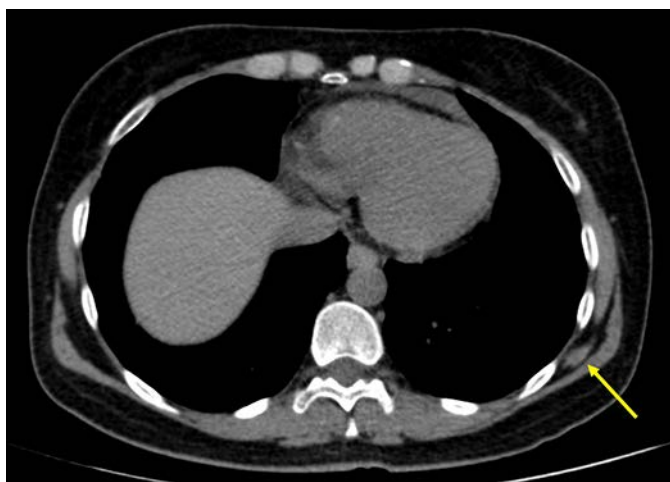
TAC de tórax. La flecha indica el sitio de la lesión
